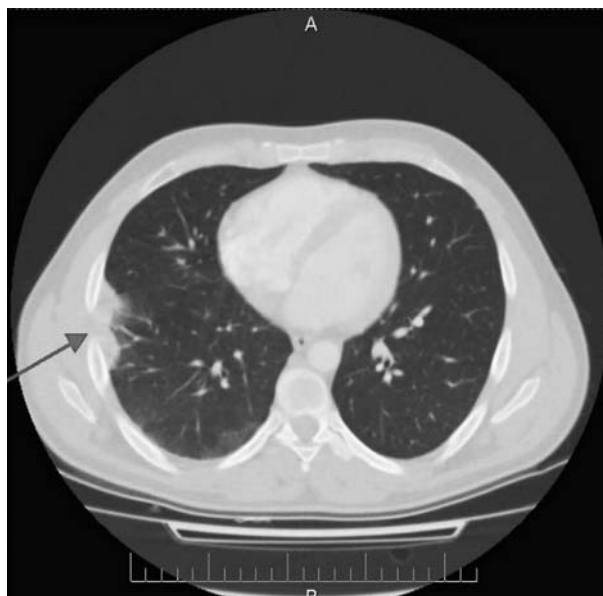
КТ груди. Клиновидные участки консолидации легочной ткани (16.01.2018 г.)
